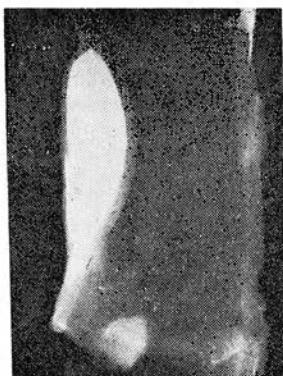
Рентгенограмма препарата по рис. 5 в боковой проекции.
